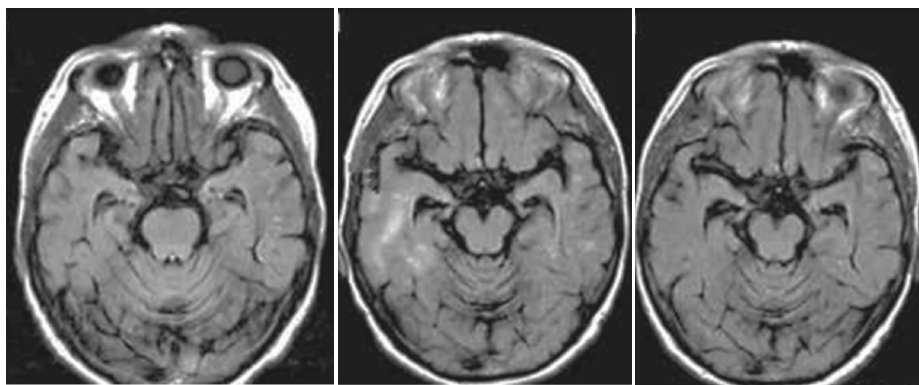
1例中期AD病人脑部MRI示双侧脑室颞角扩大,双侧颞叶、海马萎缩
